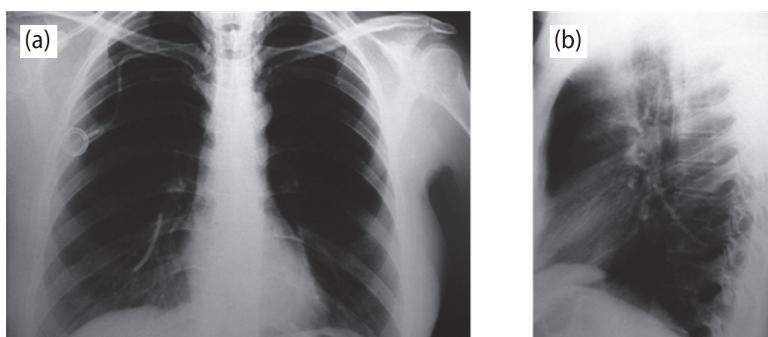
Radiografías de tórax (a) posteroanterior y (b) lateral. Se observa el catéter seccionado con fragmento distal embolizado a la rama segmentaria posterior basal de la arteria pulmonar derecha
